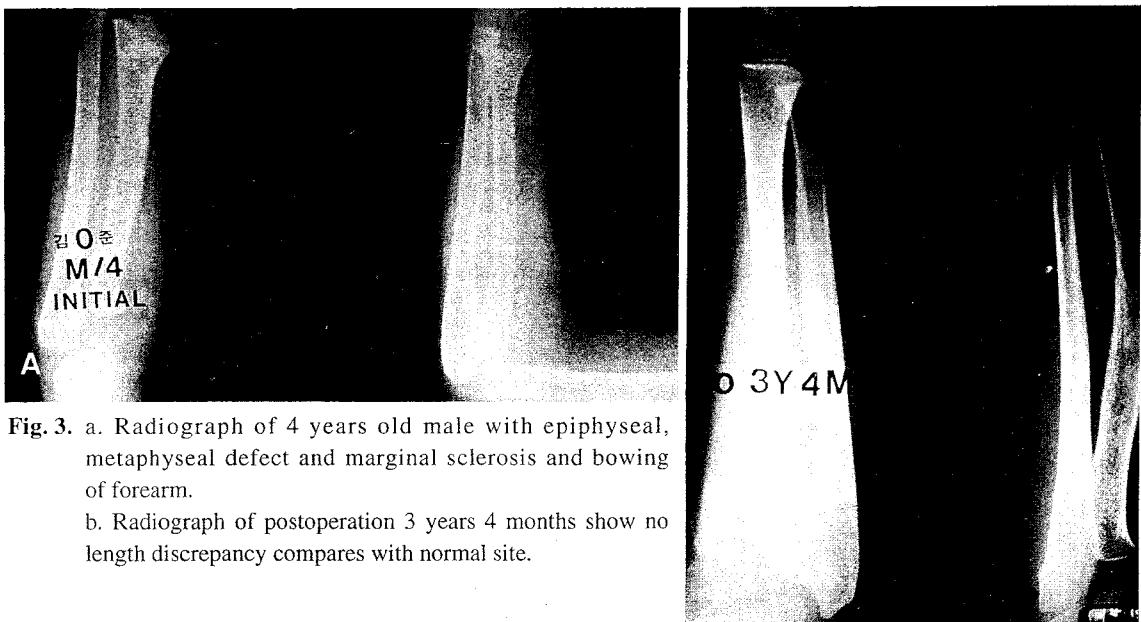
a. Radiograph of 4 years old male with epiphyseal, metaphyseal defect and marginal sclerosis and bowing of forearm.
